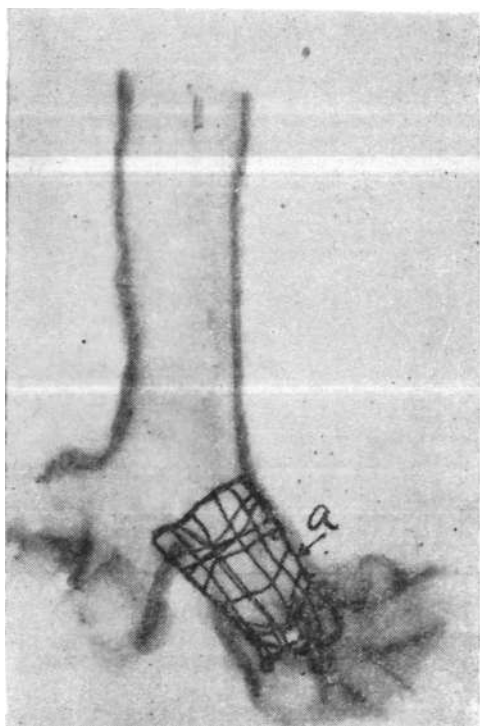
Рентгенограмма трахеи, а — танталовая сетка.
